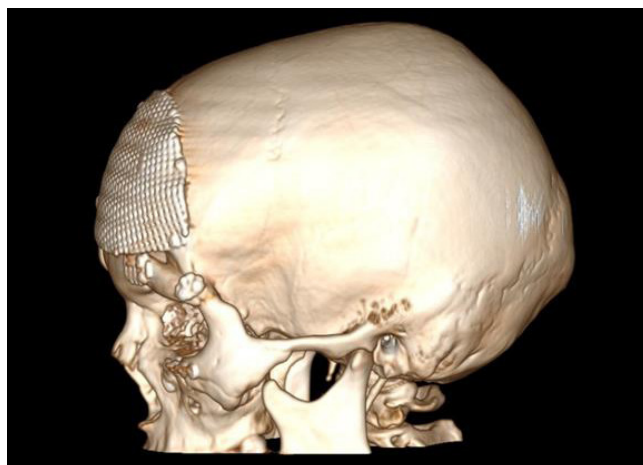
Компьютерная томография: 3D-реконструкция черепа (вид сбоку)
